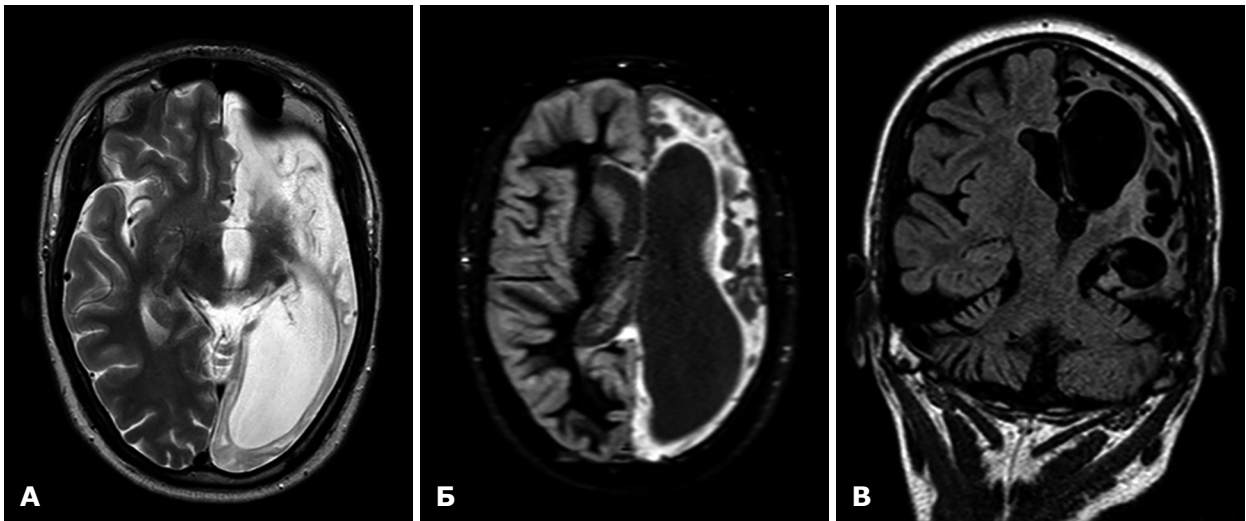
МРТ головного мозку хворого М. до операції. Дифузне ураження лівої півкулі мозку, лівобічна геміатрофія: А, Б – аксіальні зрізи; В – коронарний зріз
